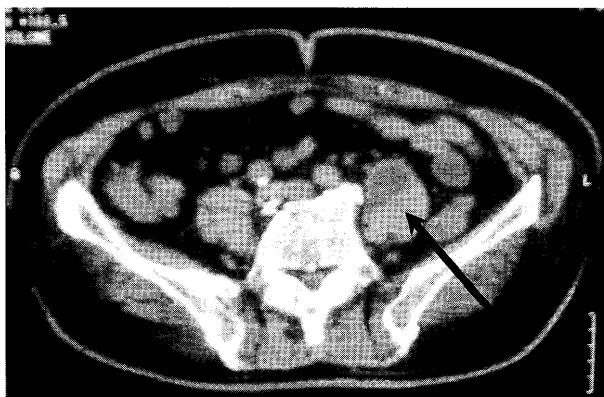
CT after admission, showing low density area in the left psoas (arrow)
